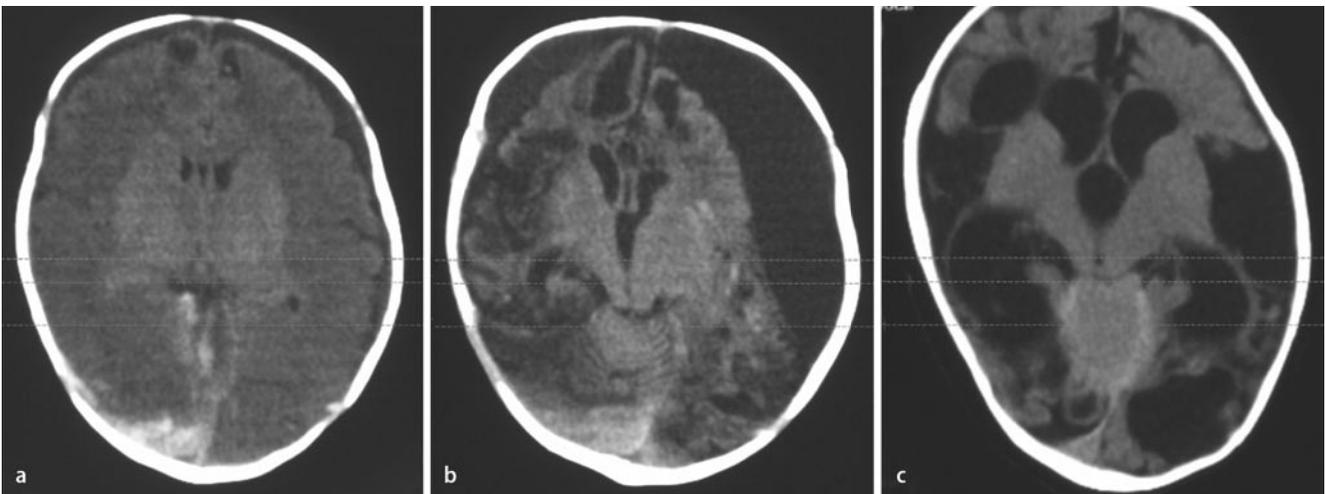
▲ Bilder der zerebralen Computertomographie eines Schütteltraumaopfers im Langzeitverlauf über 8 Monate. a Erstaufnahme, b Aufnahme 13 Tage später, c Aufnahme nach 8 Monaten
